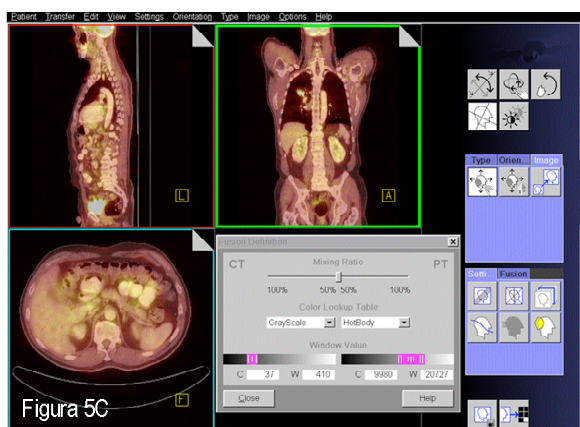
Pantalla de la estación de trabajo de la PET/TC. Imágenes de PET/TC (fusión por hardware).
